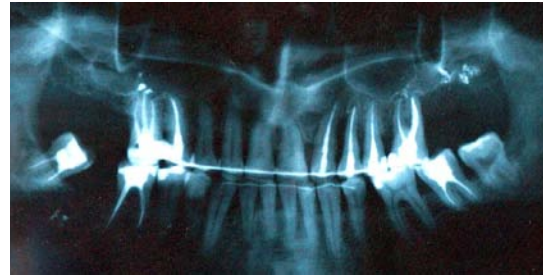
Ортопантомограмма пациента Н. через 6 мес после лечения
